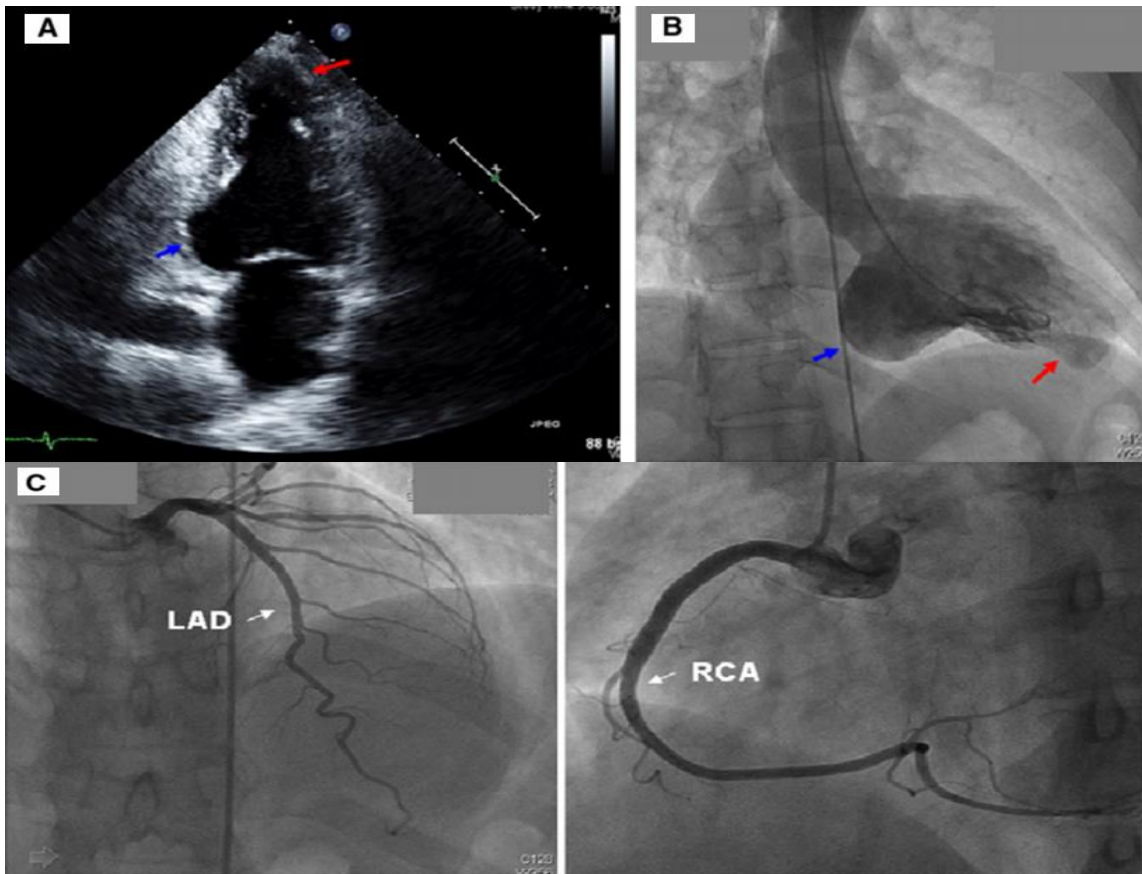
(A) Ecocardiograma em corte 2 câmaras e (B) ventriculografia com contraste mostrando aneurismas em segmento basal da parede ínfero-lateral (setas azuis) e porção apical (setas vermelhas) do ventrículo esquerdo. (C) Coronariografia sem lesões em vasos que irrigam as regiões aneurismáticas. LAD – left anterior descending coronary artery (artéria descendente anterior); RCA – right coronary artery (artéria coronária direita). Fonte: (GARG; COHEN; NECHES, 2015).
